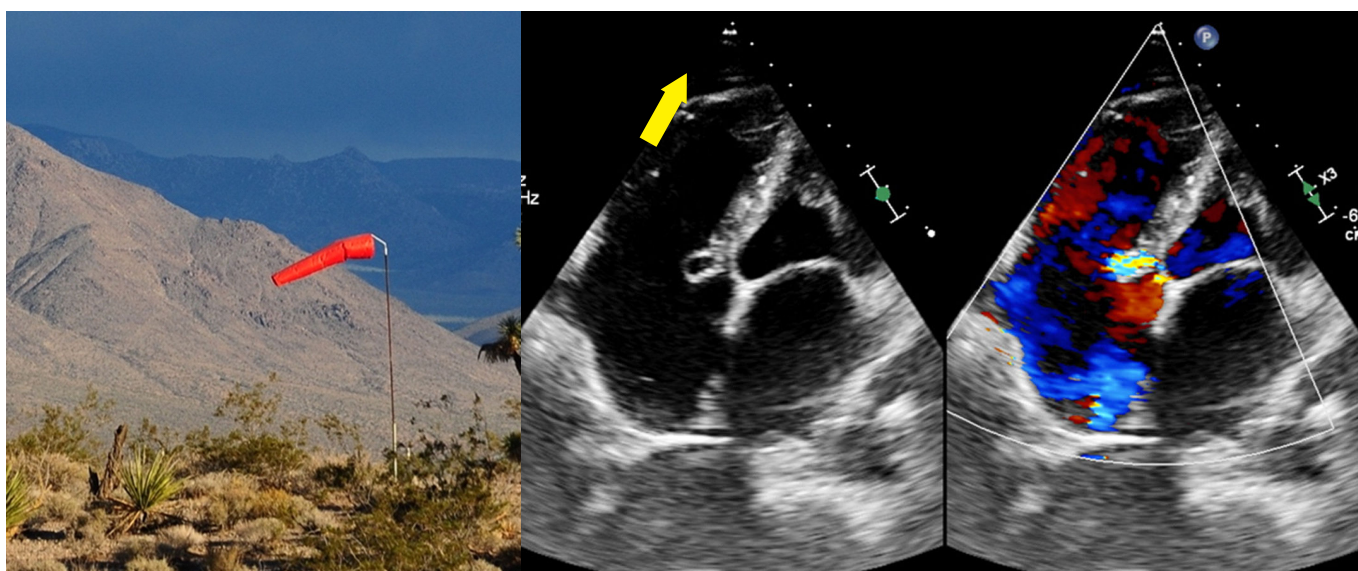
Windscock sign ("sinal da biruta") - Comunicação evidenciada na janela apical 4 câmaras, além de aumento de cavidades cardíacas direitas.
